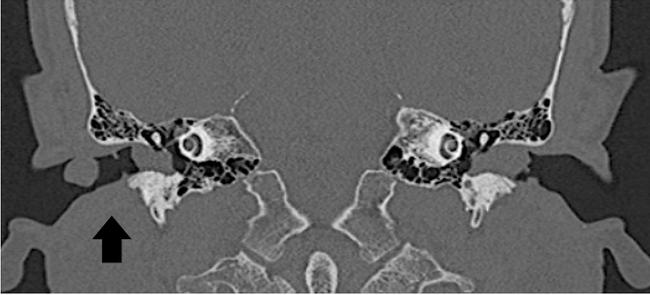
Tomografía axial computarizada de oídos. Se evidencia una lesión pediculada circunscrita en pared anterior del conducto auditivo externo derecho, con densidad de tejidos blandos, sin extensión a estructuras adyacentes y tapón de cerumen bilateral. Fuente imágenes obtenidas de los pacientes con fines académicos.
